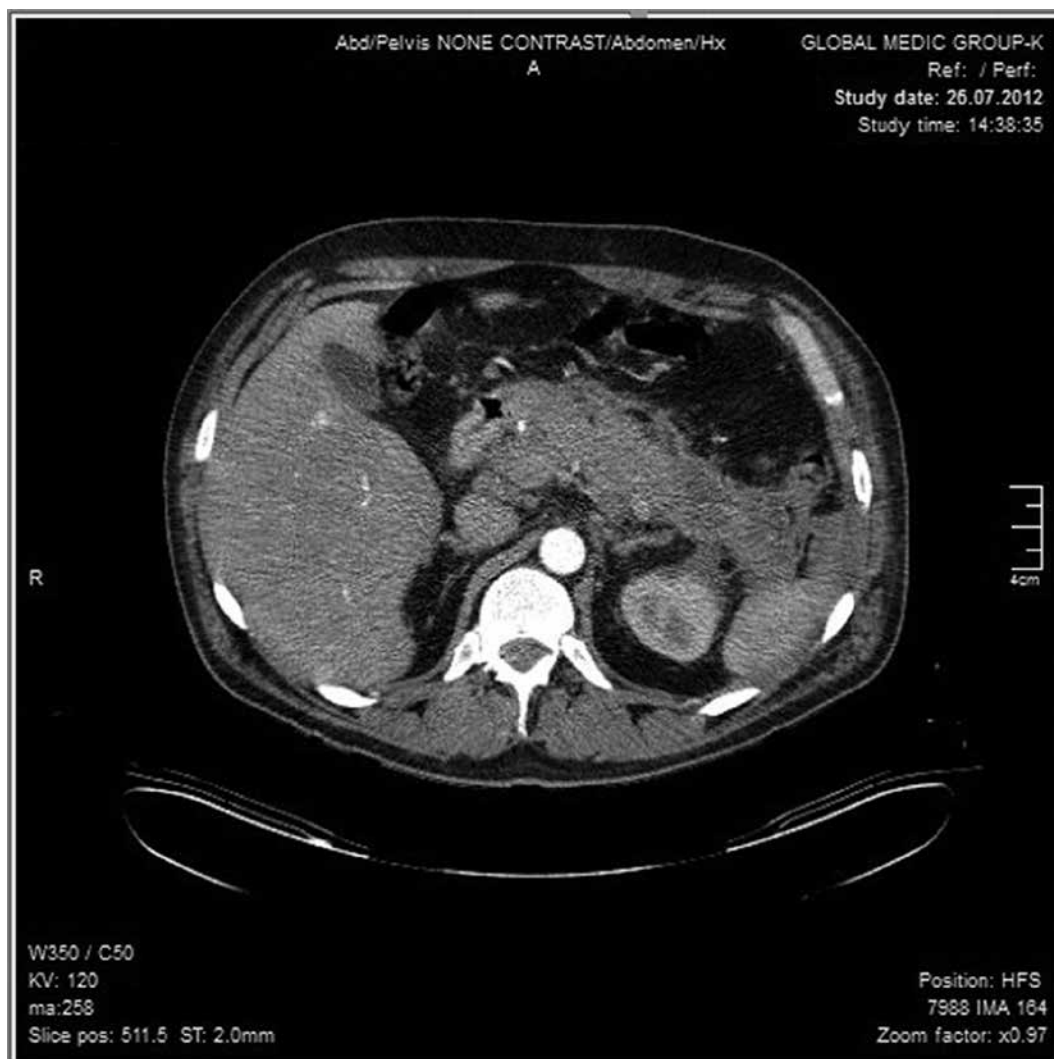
Спіральна комп'ютерна томографія 26.07.2012.
